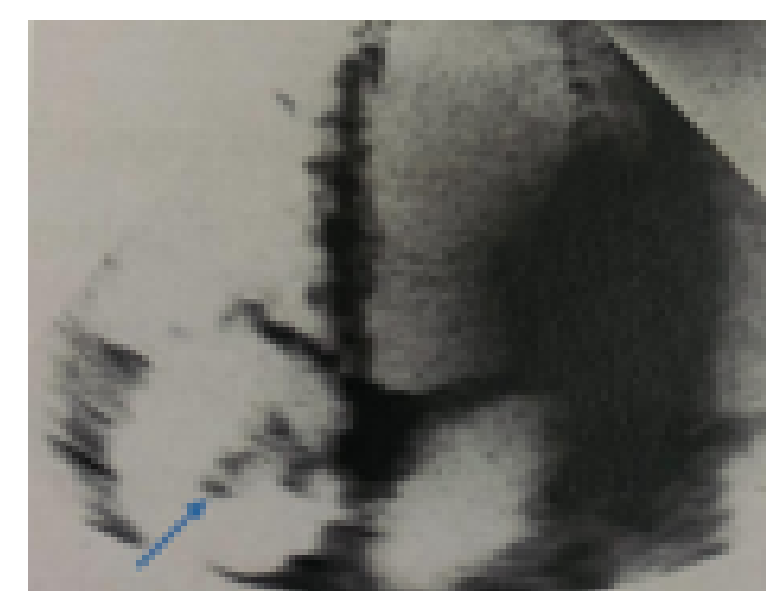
Échocardiographie montrant un thrombus mobile dans l'oreillette droite (flèche)
